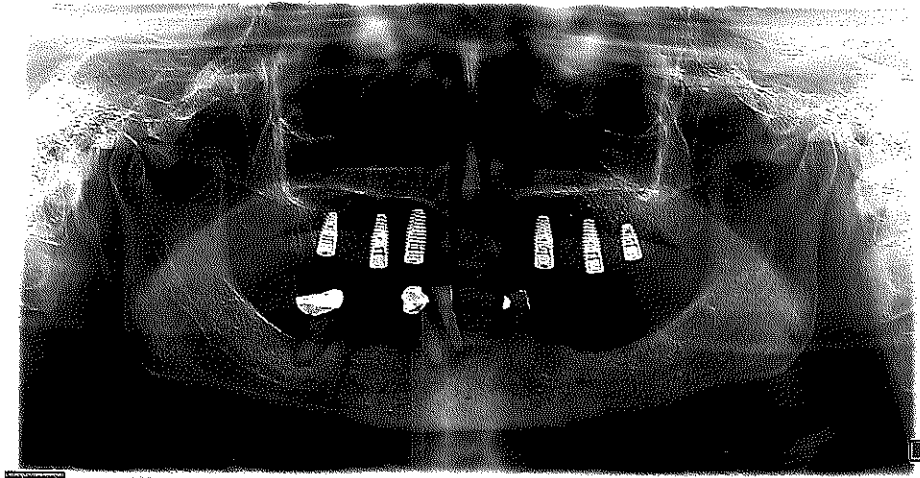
Radiografía panorámica después de la cirugía en maxilar
